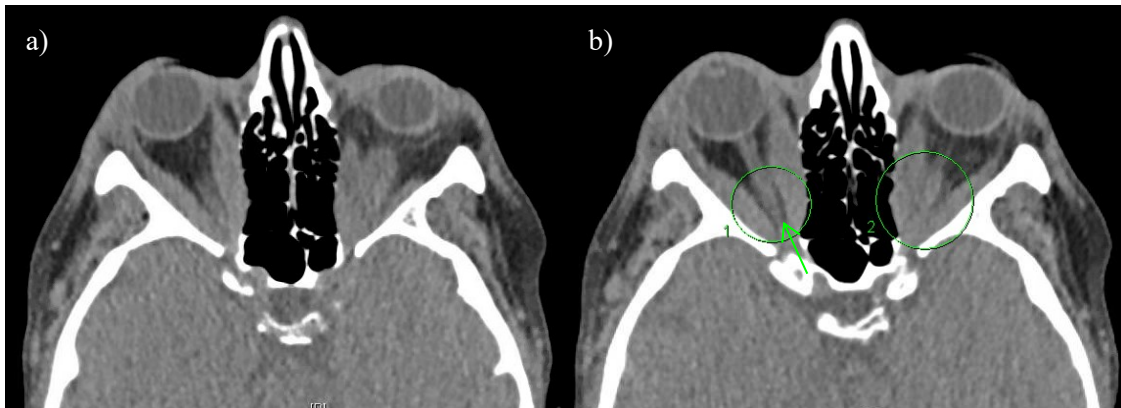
Computertomografie der Nasennebenhöhlen, axiale Schichten, Optikuskompression links > rechts, a) ohne Markierung b) mit Markierung; im Bereich der Orbitaspitze rechtsseitig mit noch verbleibender Fettilamelle (Pfeil), linksseitig ohne mögliche Abgrenzung zwischen Nervus opticus und extraokulärer Muskulatur
